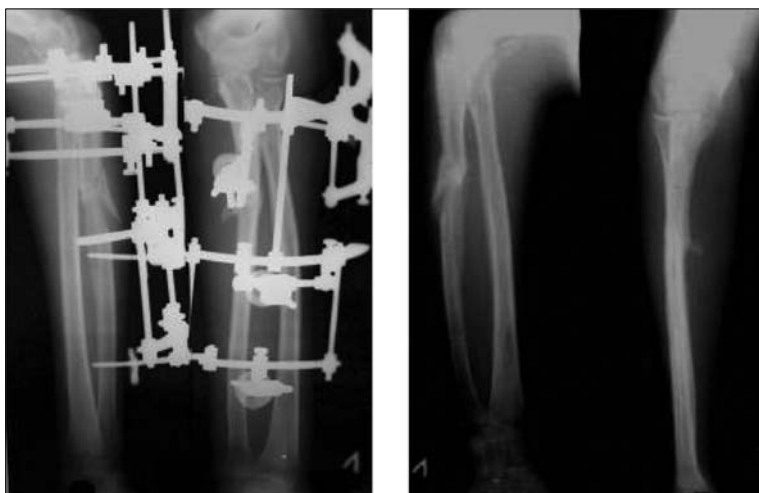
Рентгенограммы перед демонтажем АВФ (а) и после демонтажа АВФ (б)
